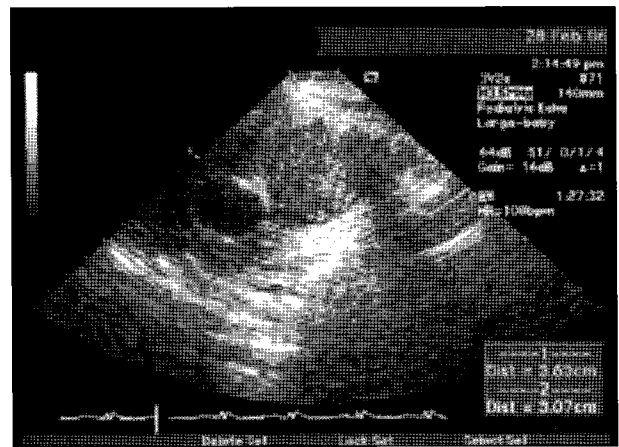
Preoperative 2-D echocardiogram showed 3.6 × 3.0 cm sized pedunculated subpumononic mass causing right ventricle outflow tract obstruction.
